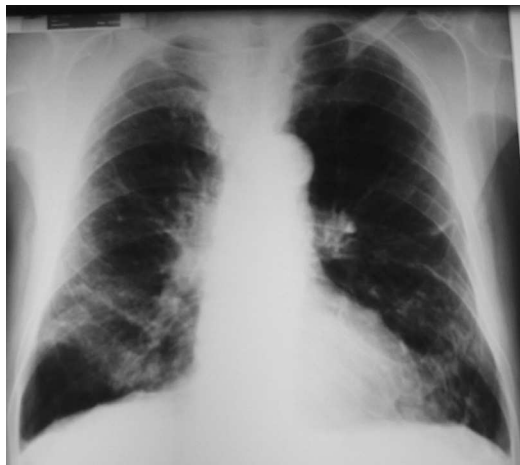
Presença de enfisema pulmonar, particularmente nas bases pulmonares, na radiografia de tórax de doente com défice de alfa-1 antitripsina
